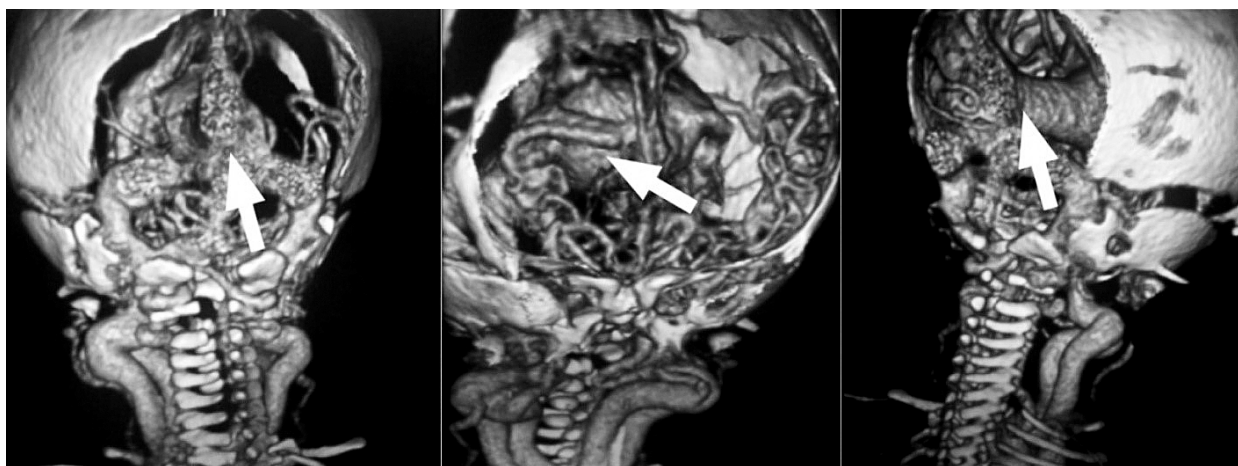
Рентгеновские мультиспиральные компьютерные томограммы пациента М.; 3D-реконструкции: артериовенозная мальформация вены Галена (хориоидальный тип) указана стрелками (собственные данные).
